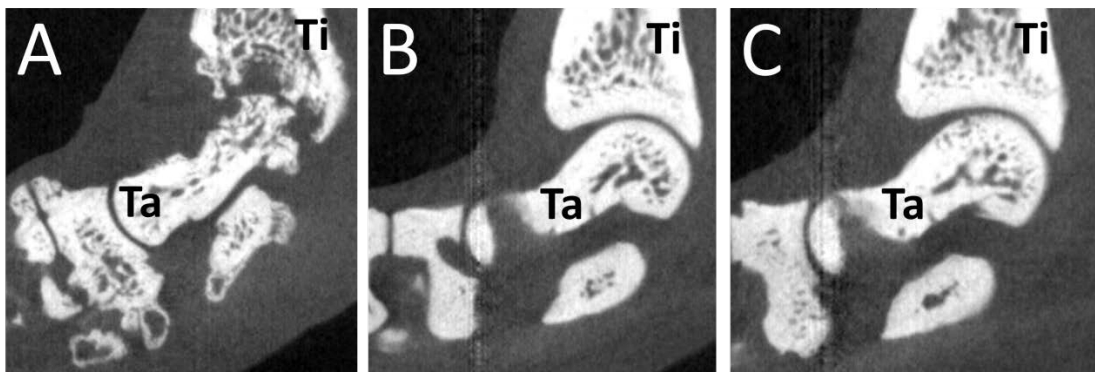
各グループにおけるラット足関節 micro CT の代表画像
